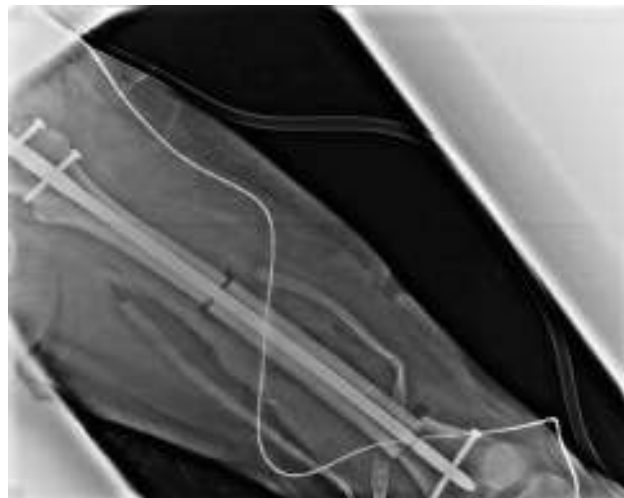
Radiografía anteroposterior de fémur. Datos en relación con osteotomías con osteosíntesis en fémur izquierdo con clavo centro medular y 3 tornillos antirrotación.
